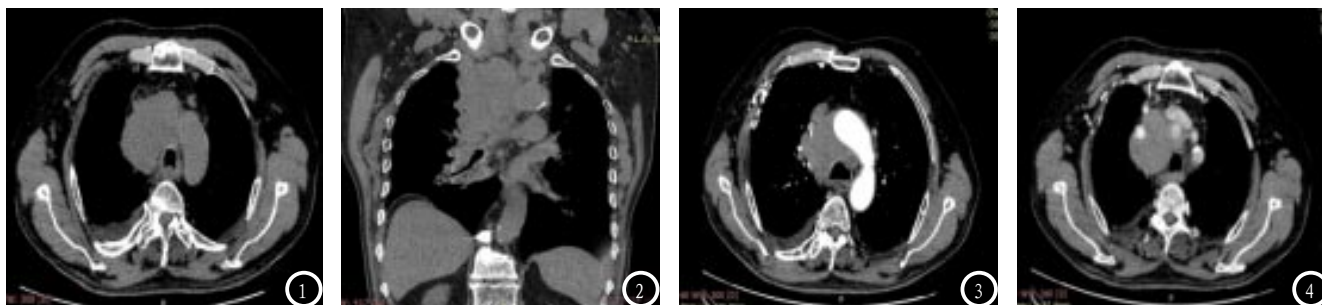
CT平扫纵隔窗横断位示右上纵隔内可见不规则状软组织肿块影；图2 CT平扫纵隔窗冠状位肿块影边界显示欠清楚；图3 胸部增强扫描动脉期病变轻度强化、CT值约53Hu；图4 胸部增强扫描门脉期病变进一步强化、CT值约63Hu。
